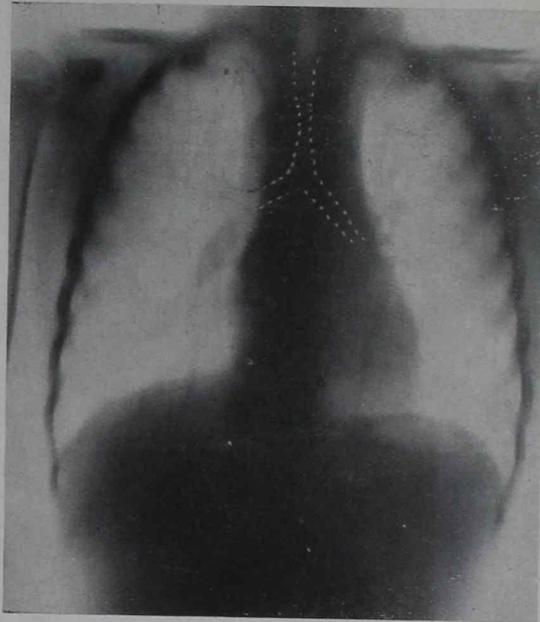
Tomografía frontal a nivel de la tráquea
